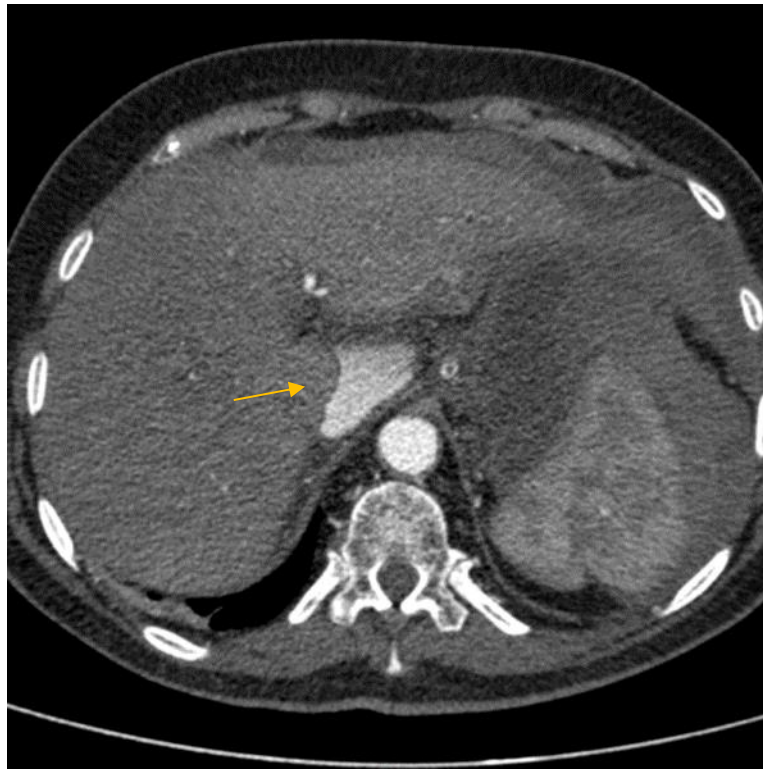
КТ-ангиография с признаками экстравазации контрастного вещества
